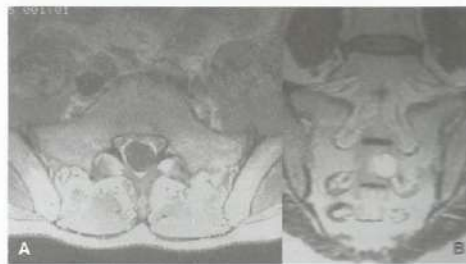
RM do sacro. Em A, no plano transversal; em B, no plano coronal, onde se evidenciam muito bem os forames sacrais.
